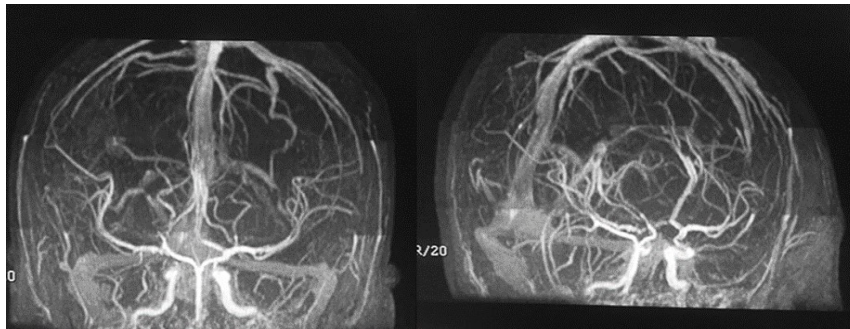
Resonancia magnética con angiografía: Imágenes lineales a nivel cortico subcortical en lóbulo frontal y parietal derecho, múltiples colaterales venosas predominando en el lado derecho que confluyen con el seno.
